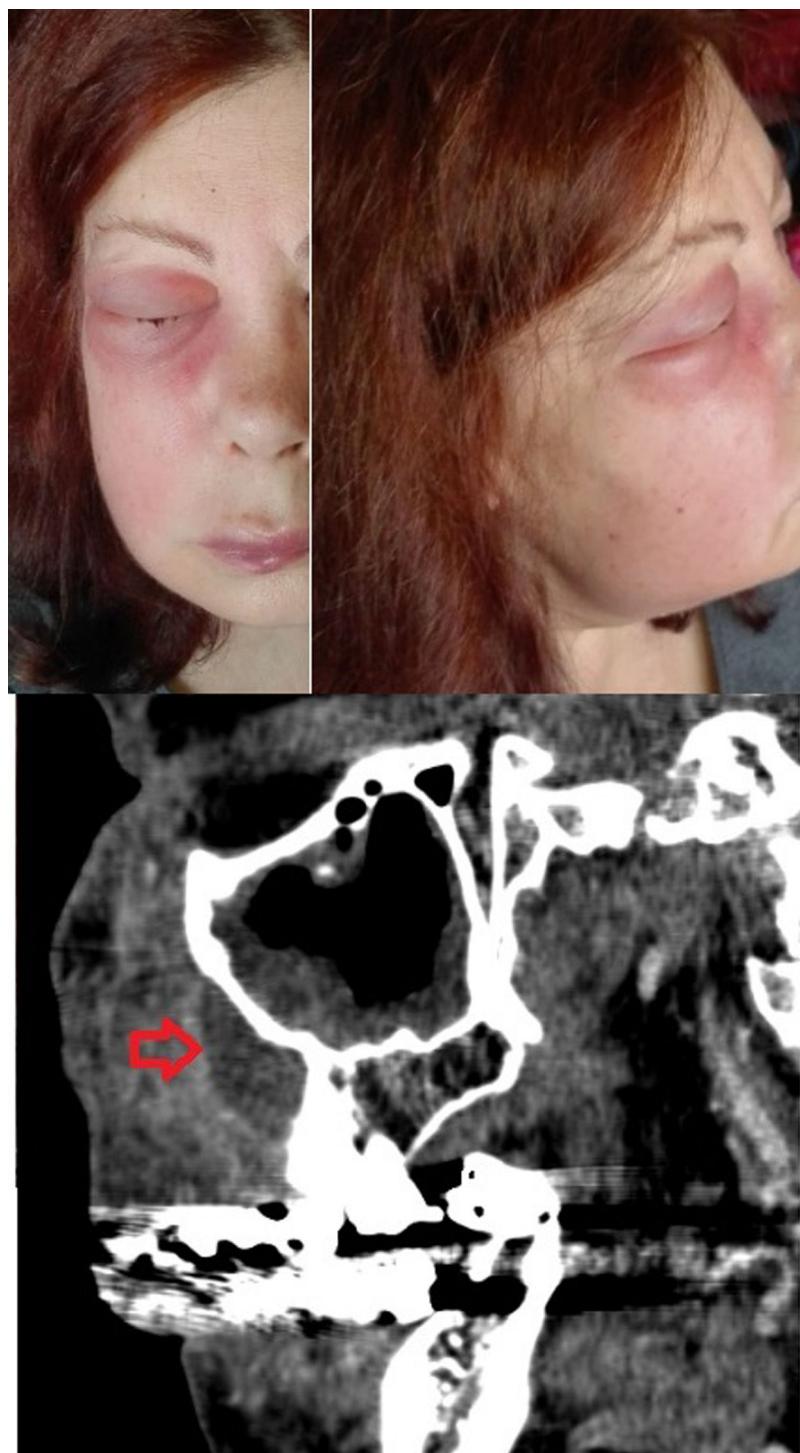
Existe progresión del edema y de los signos inflamatorios locales, sobre todo a nivel palpebral, dado que la piel de los párpados es muy fina y elástica. La flecha roja marca la localización del absceso odontógeno en la tomografía computarizada.
